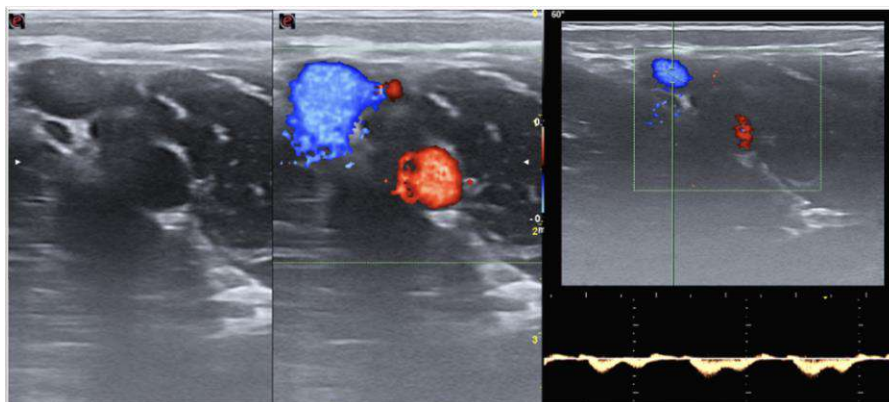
Vena yugular interna: eco-doppler color y análisis espectral fásico con los movimientos respiratorios.
